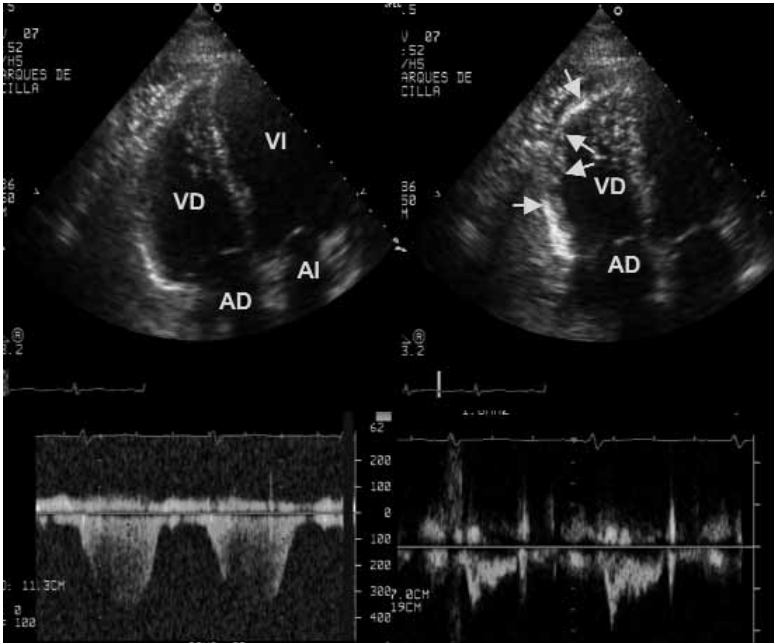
Tromboembolismo pulmonar: las imágenes corresponden a un varón de 67 años que ingresa por síncope. En las superiores se pone en evidencia un ventrículo derecho dilatado e hipocontráctil con aquinesia de la porción media de la pared libre y contractilidad normal del ápex (flechas). Esto se denomina el signo de McConnell que es altamente específico para TEP (ver texto). En la inferior izquierda se recoge mediante doppler continuo una presión arterial pulmonar sistólica de 56 mmHg, que se corresponde con un flujo pulmonar tipo III (imagen inferior derecha). Este flujo se mide utilizando el Doppler pulsado a nivel del tracto de salida del ventrículo derecho y se caracteriza por tener un tiempo de aceleración corto y muesca en la rama descendente, lo que indica aumento severo de las resistencias pulmonares. VI: ventrículo izquierdo; VD: ventrículo derecho; AI: aurícula izquierda; AD: aurícula derecha.
